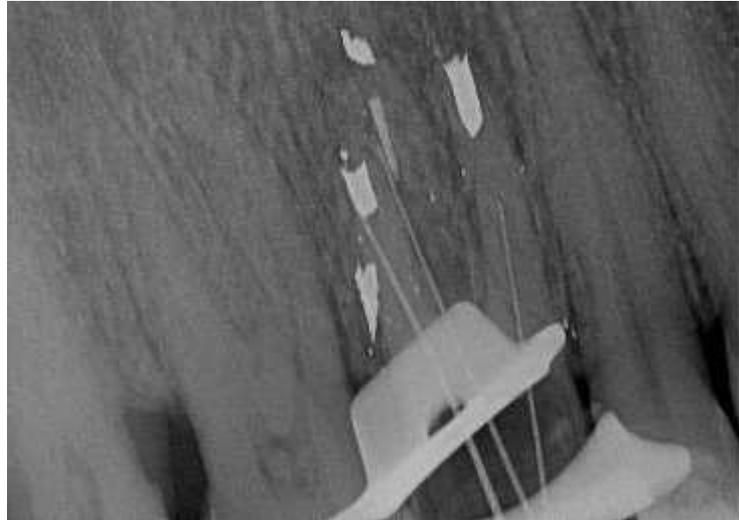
Radiografía de conductometría
